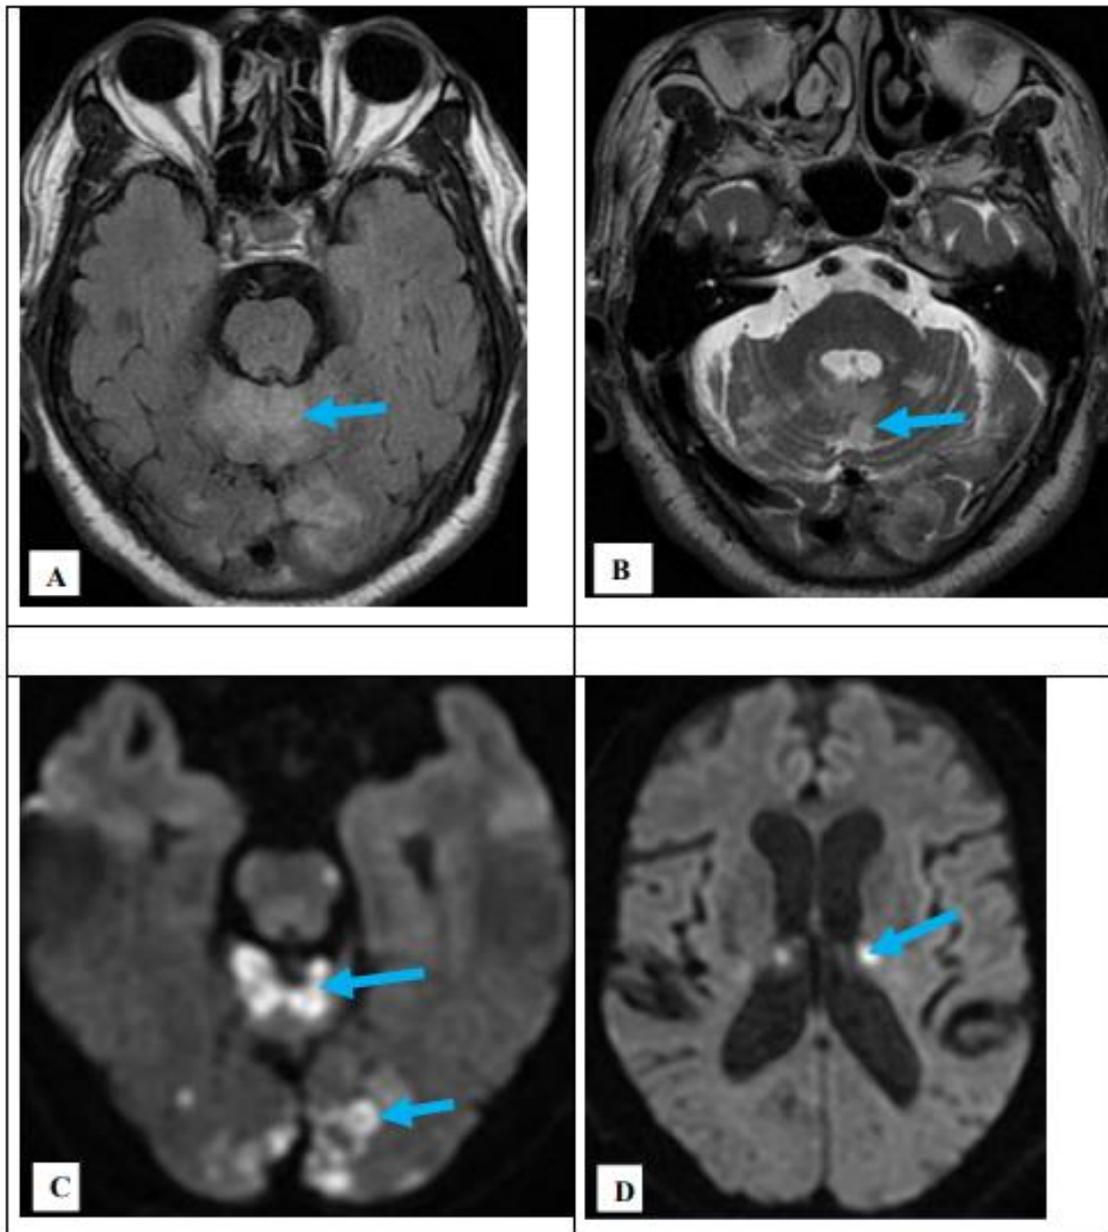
images IRM en axiale FLAIR (A), axiale T2 TSE (B), axiales diffusions (C et D) montrant des multiples foyers d'ischémie (flèches) des territoires postérieurs.
